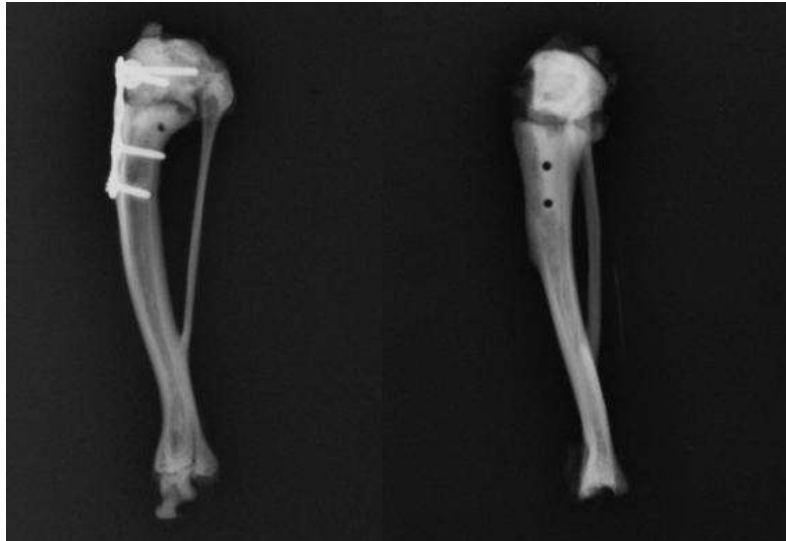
konventionelle Röntgenbilder einer osteotomierten Rattentibia (jeweils im Verbund mit der Fibula). Links mit, rechts nach osteosynthetischer Versorgung (Quelle: eigene Abbildung)
